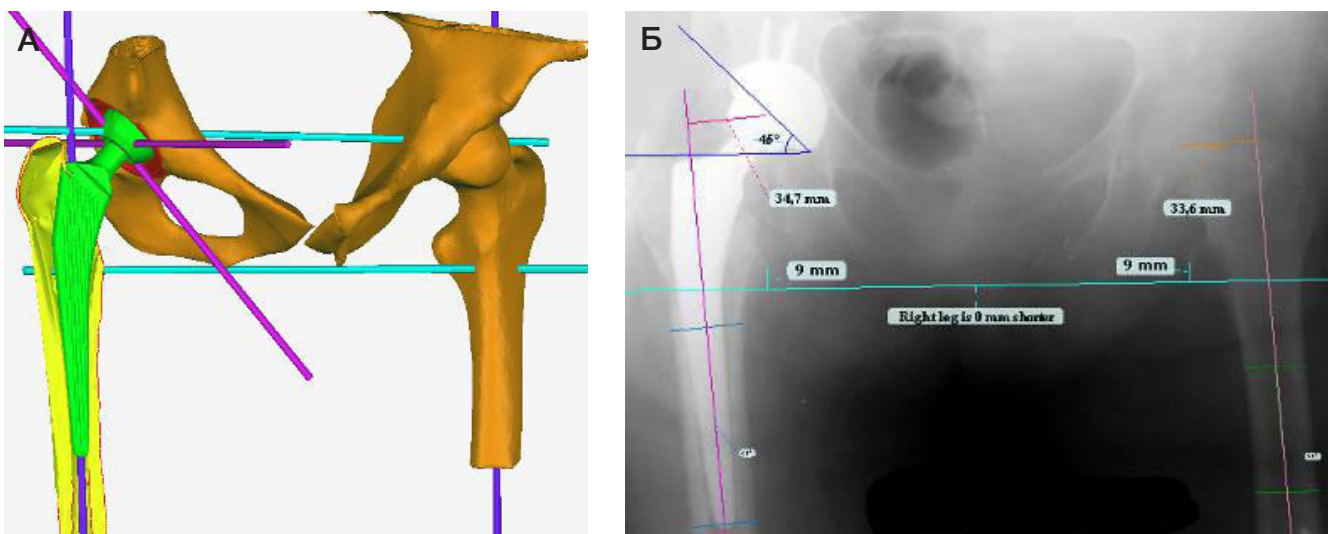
Пациентка, 73 года. Сравнение размеров компонентов эндопротеза при предоперационном планировании на основе объемного моделирования и после проведения эндопротезирования ТБС. А. Объемная модель правого ТБС с виртуальной установкой компонентов эндопротеза (планируемый размер вертлужного компонента — 52, бедренного компонента — 6). Б. Обзорная рентгенограмма таза и правого ТБС после установки эндопротеза, установленные размеры вертлужного и бедренного компонентов соответствовали запланированным
